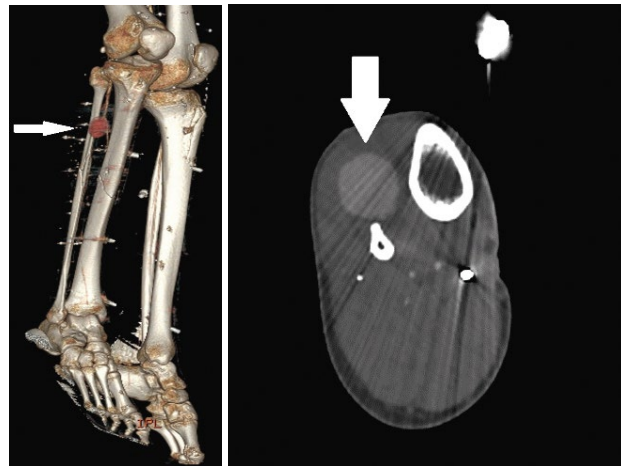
КТ-ангиография правой голени. Белыми стрелками указана псевдоаневризма ПББА
